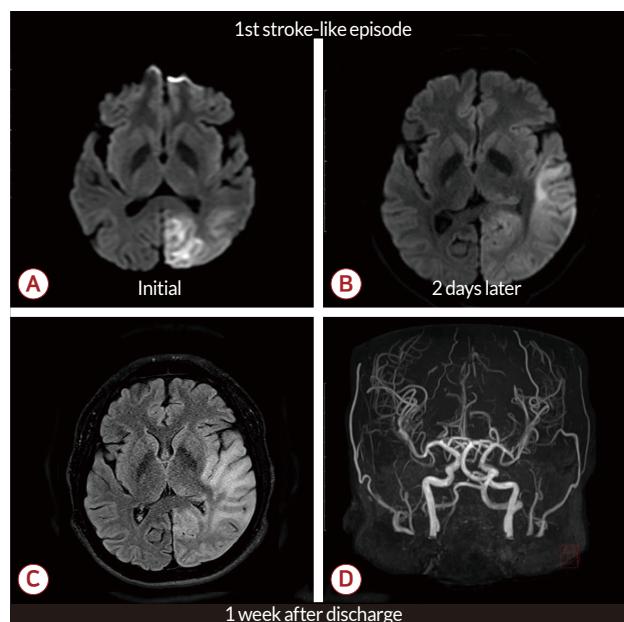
First episode. (A) Diffusion restriction lesion of left parieto-occipital lobe. (B) Progression of diffusion restriction to the left temporal lobe was observed. (C) Progression of lesion to the left insula was observed. (D) Vasodilation or vasoconstriction was not shown in magnetic resonance angiography.
